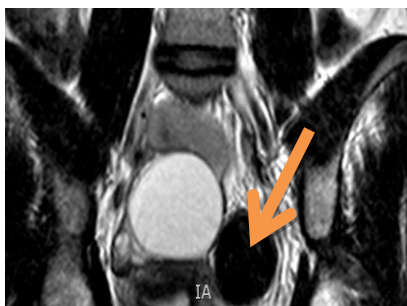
RM da coluna cervico-dorso-lombar – quisto do ovário direito
